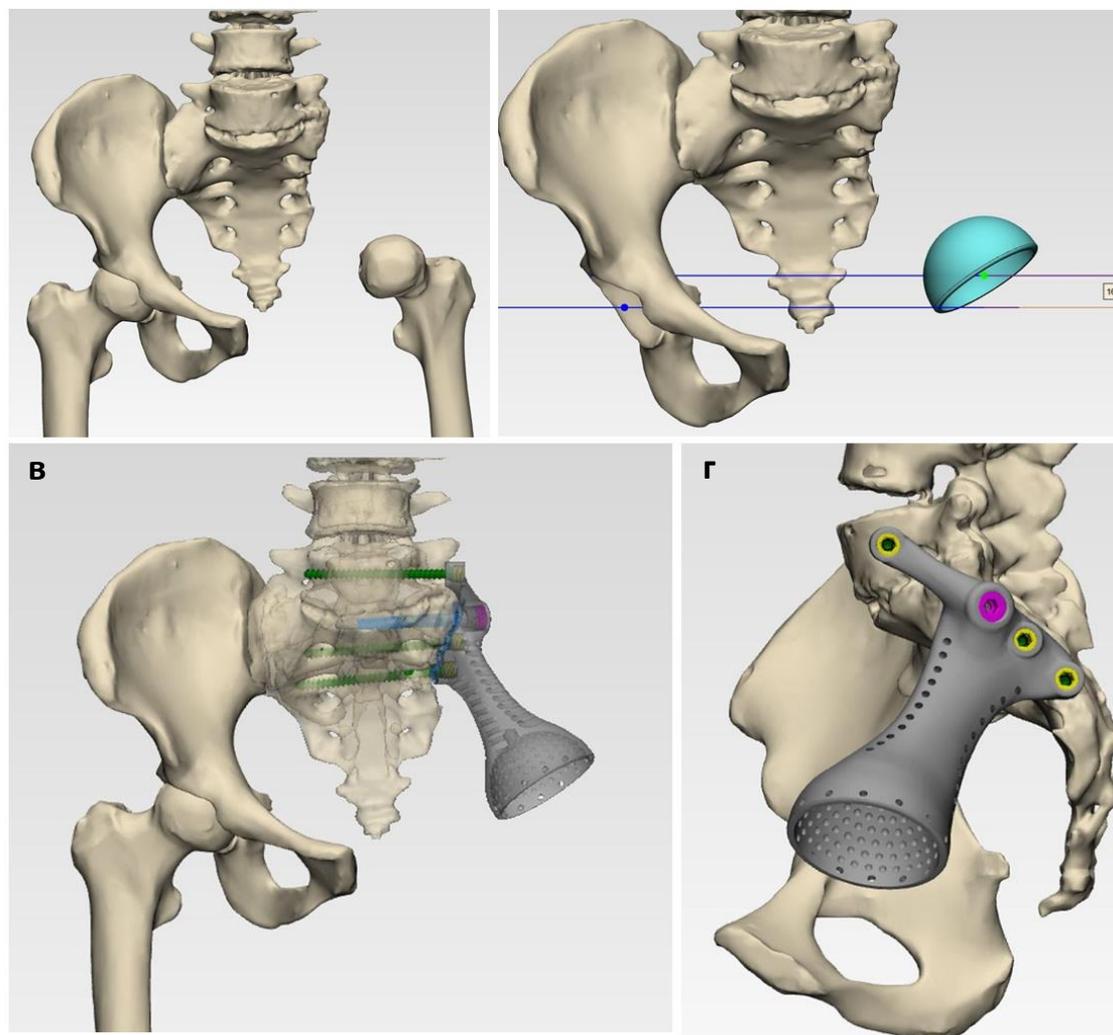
Дизайн 3D печатного индивидуального протеза на основе предоперационных данных КТ; а, массивный дефект после удаления левой половины таза и экспозиция проксимальной части левой бедренной кости; б, 3D моделирование плоскости левого тазобедренного сустава; в+г, компьютеризованная подгонка 3D печатного протеза к крестцу, расположение и длина винтов.
